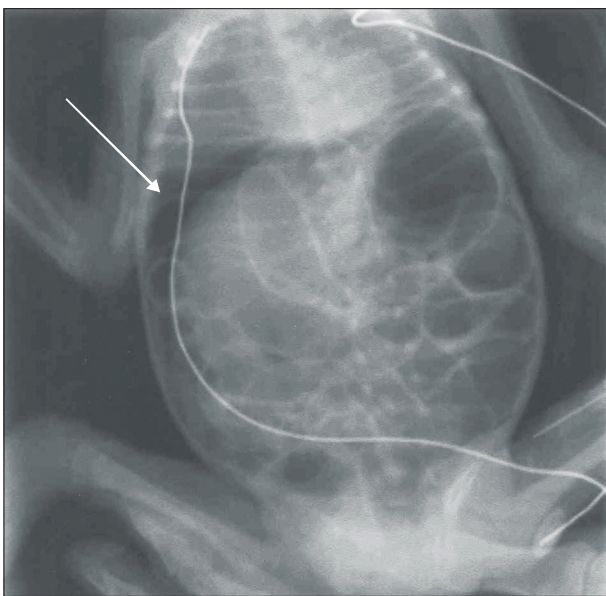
The preoperative plain upright abdominal radiography shows free air under the right subdiaphragm (arrow).
